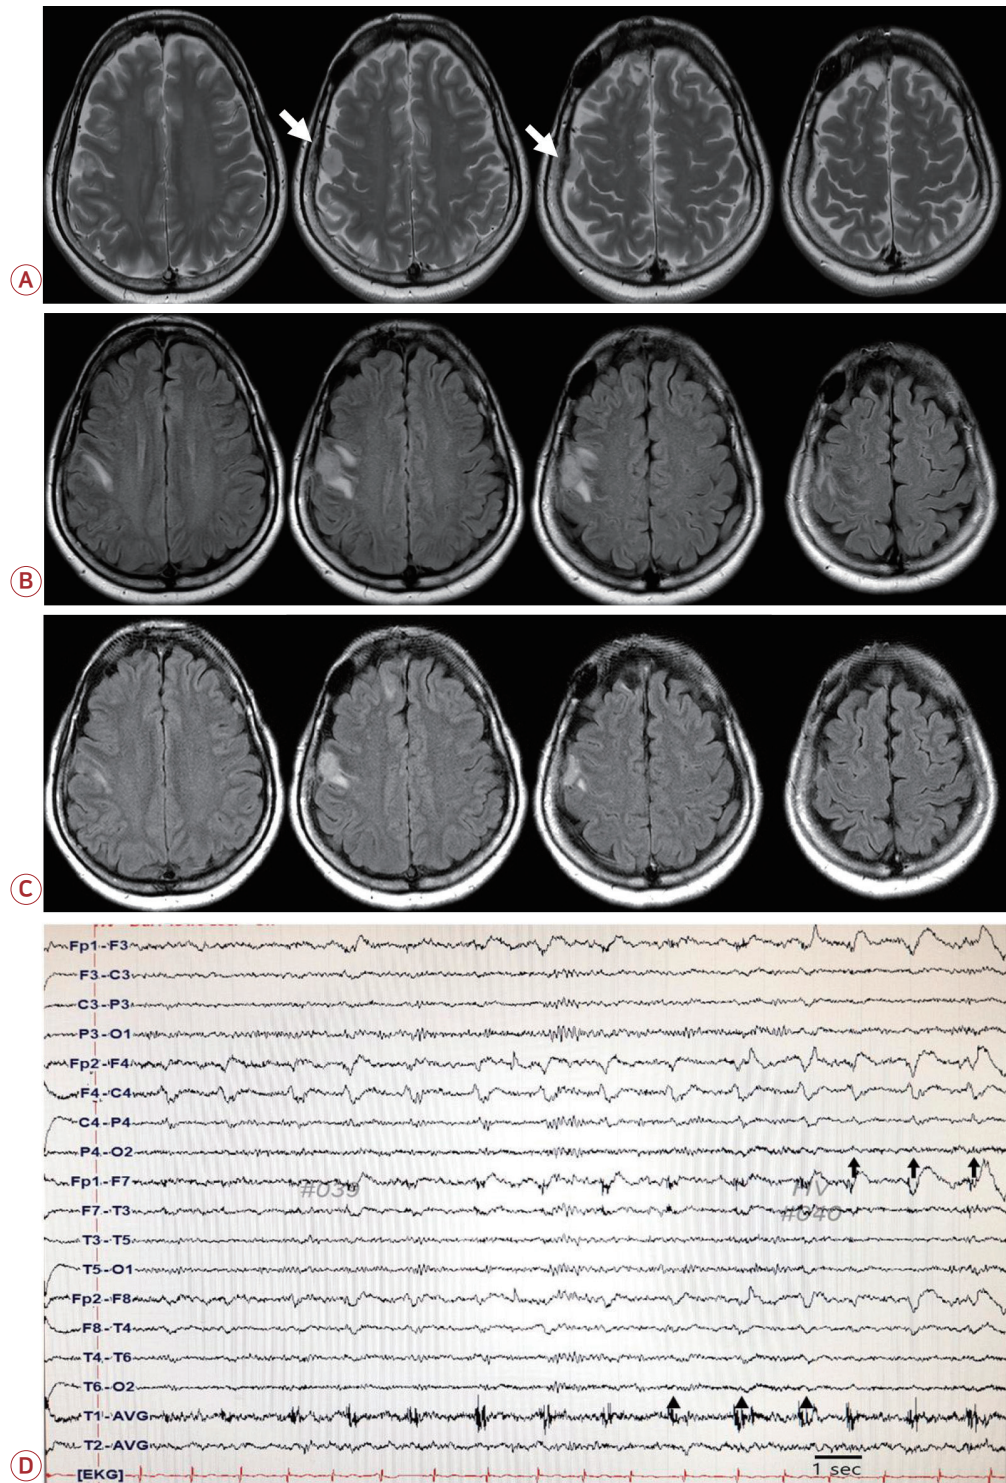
(A) T2-weighted images taken for coordination just before radiosurgery reveal a probable meningioma (white arrows) at the right frontal convexity, without any signs of peritumoral edema. (B) T2 FLAIR images at the onset of first focal seizure reveal marked surrounding edema. (C) The surrounding edema markedly decreased after 8 weeks of corticosteroid treatment. (D) EEG showing an electrographic seizure characterized by the evolution of location. Rhythmic sharp waves originating from the right frontal area (F4) spread to involve the posterior temporal region (black arrowheads) and subsequently extend to the parietal region (black arrows). FLAIR; fluid-attenuated inversion recovery, EEG; electroencephalography.
